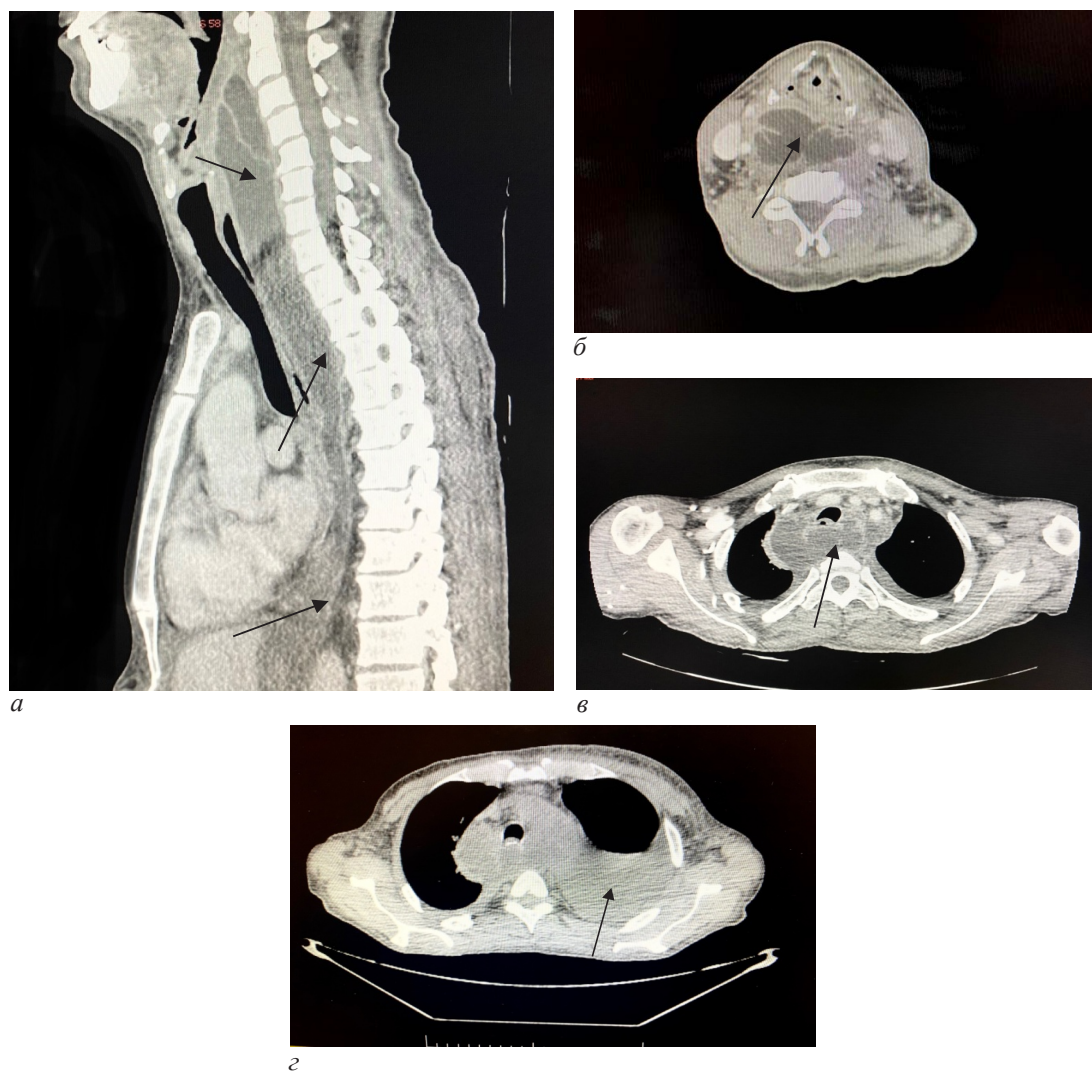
Компьютерная томография ОГК и шеи: а – сагиттальный срез – стрелками указана псевдокиста хвоста поджелудочной железы с прорывом в заднее средостение и распространением вдоль пищевода, по задней стенке глотки и гортани; б – аксиальный срез – стрелкой указано распространение псевдокисты в область шеи со смещением структур гортани кпереди; в – аксиальный срез – стрелкой указано распространение псевдокисты вдоль пищевода; з – аксиальный срез – стрелкой указан плевральный выпот слева
